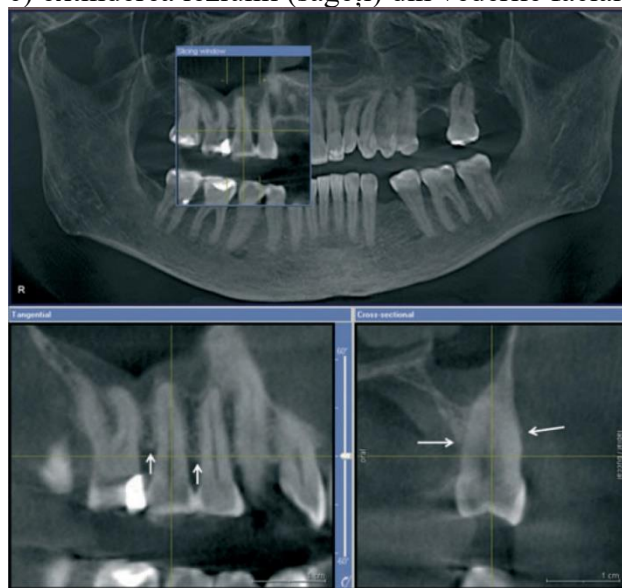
Tomografia computerizată cu fascicul conic care arată o reprezentare tridimensională a pierderii osoase parodontale în jurul unui dinte al doilea premolar maxilar. Săgețile indică amploarea pierderii osoase pe părțile faciale, palatine, meziale și distale ale dintelui. [71]
